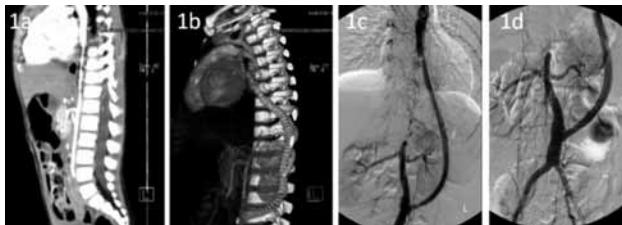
Computed tomography and conventional angiography images of the patient with middle aortic syndrome. (a) Contrast-enhanced computed angiography of distal thoracic and abdominal aortic involvement in patient with middle aortic syndrome while he was 3 years old. (b, c) 3D reconstruction of the contrast-enhanced computed tomography and conventional angiography revealing patent tube graft with stenosis at the proximal and distal anastomosis site while the patient was 13 years old. (d) Angiogram showing relief of distal graft stenosis with stenting.
